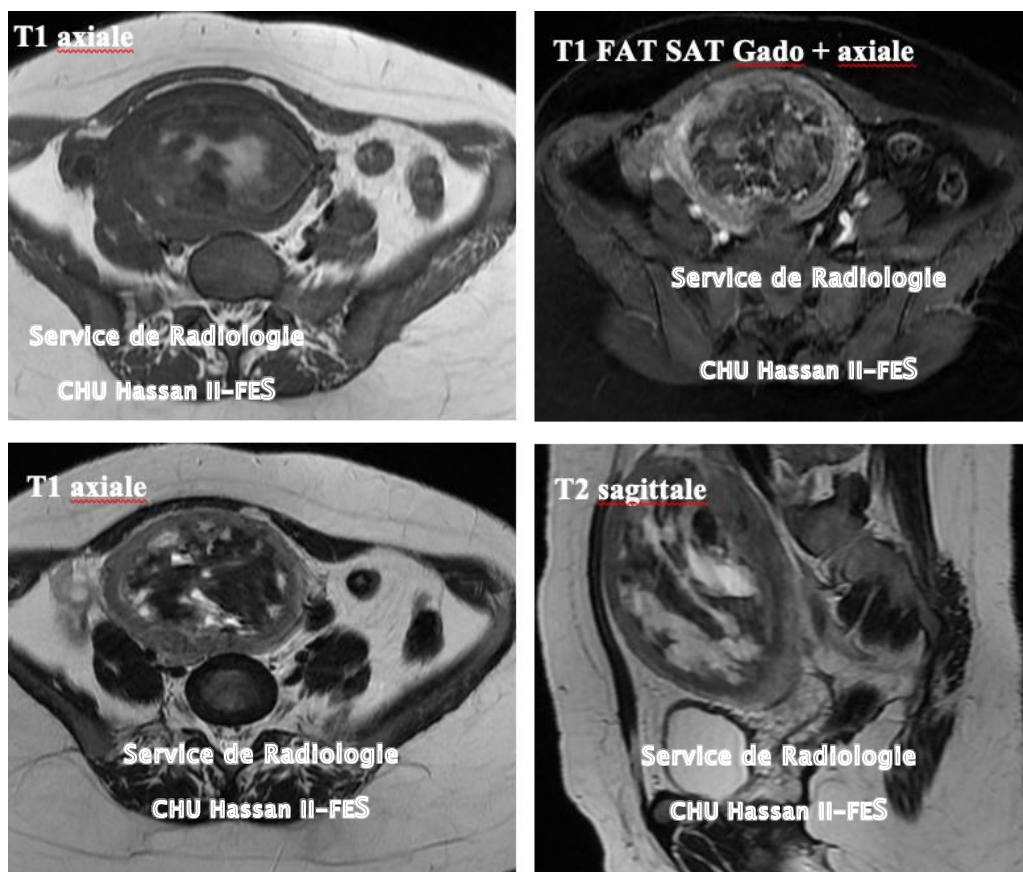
coupes d'IRM montrant une masse utérine intra-cavitaire.
